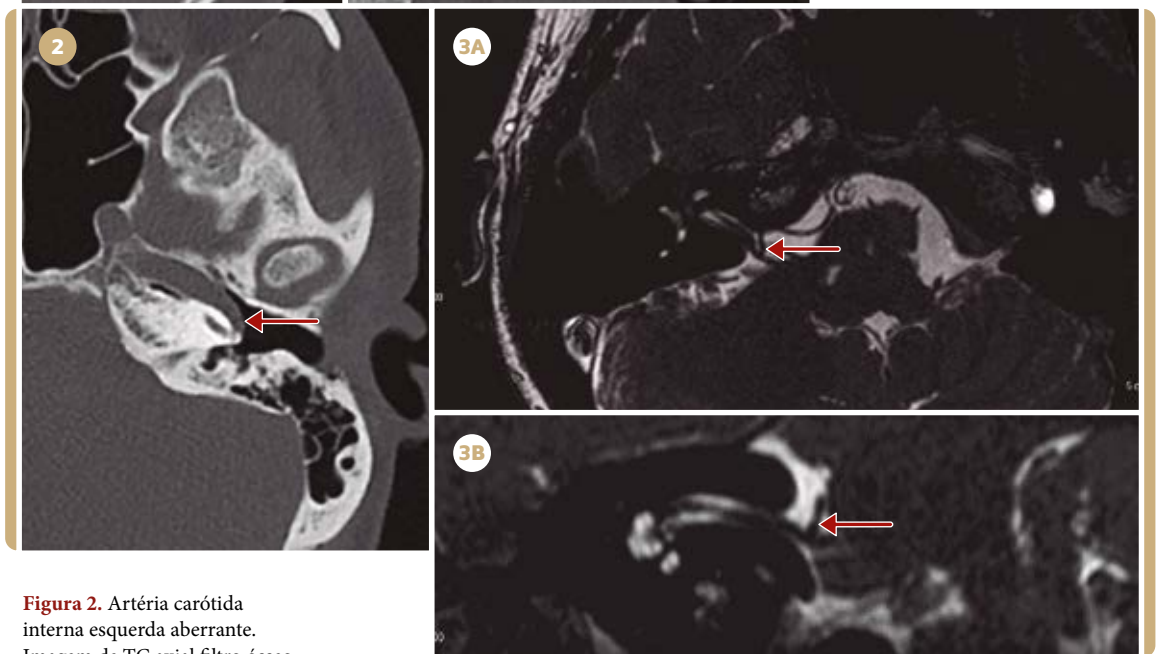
Artéria carótida interna esquerda aberrante. Imagem de TC axial filtro ósseo demonstra esta artéria (seta) que se estende pela orelha média junto ao promontório coclear, associada a alargamento do canalículo timpânico inferior. O sintoma mais comum é o zumbido pulsátil.
